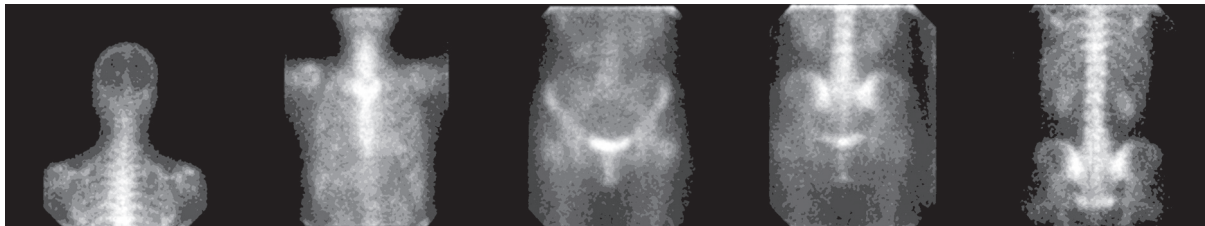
Прицільні остеосцинтиграми. Палітра «GREY.B.1.pal». Норма
